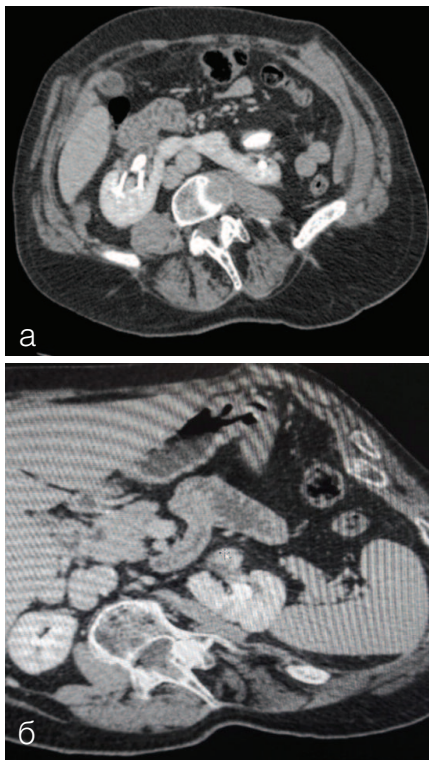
Компьютерная томограмма пациентки X., 54 лет с внутривенным контрастированием. а) Конкремент левой половины подковообразной почки размером 25 мм. б) Конкремент правой половины подковообразной почки размером 26 мм. Определяется более выраженная степень контакта верхнего сегмента левой половины подковообразной почки и селезенки
